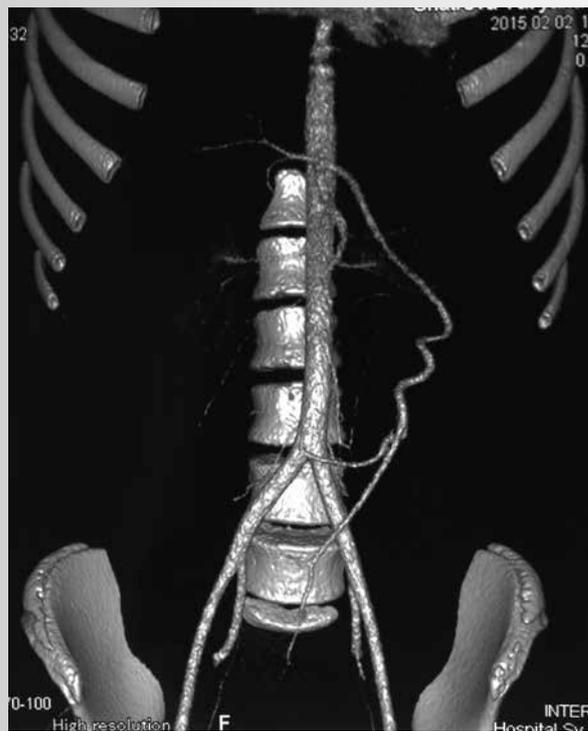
Компьютерная томография. Селезеночная артерия значительно удлинена. Направляется вниз и влево, имеет извитой ход
